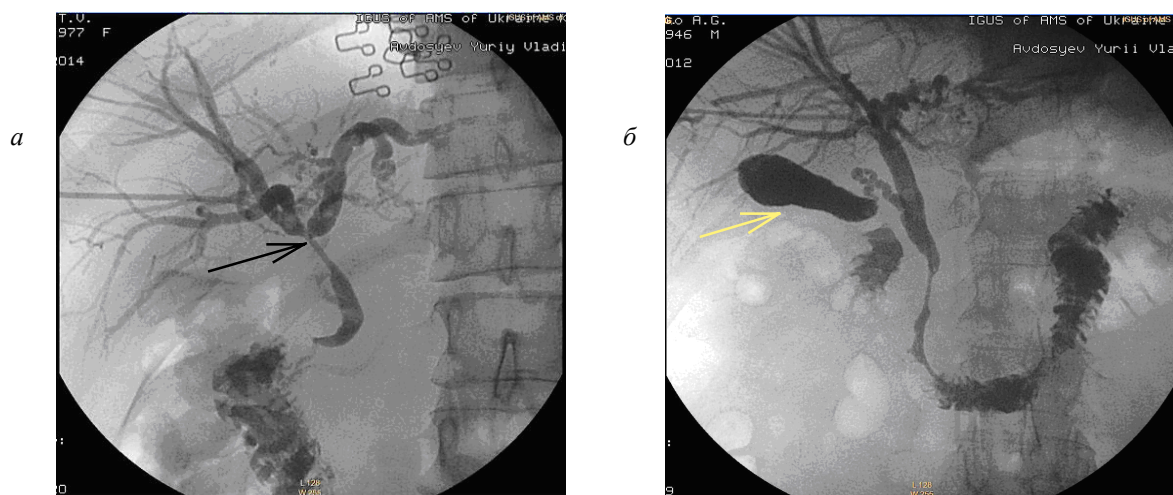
Холангіограми хворих з проксимальним (а) і дистальним (б) рівнями біліарного блока: а – блок холедоха на рівні правого і лівого печінкових протоків (стрілка); б – блок холедоха нижче пузирної протоки (чорна стрілка); жовчний міхур (біла стрілка) заповнюється контрастною речовиною через пузирну протоку
